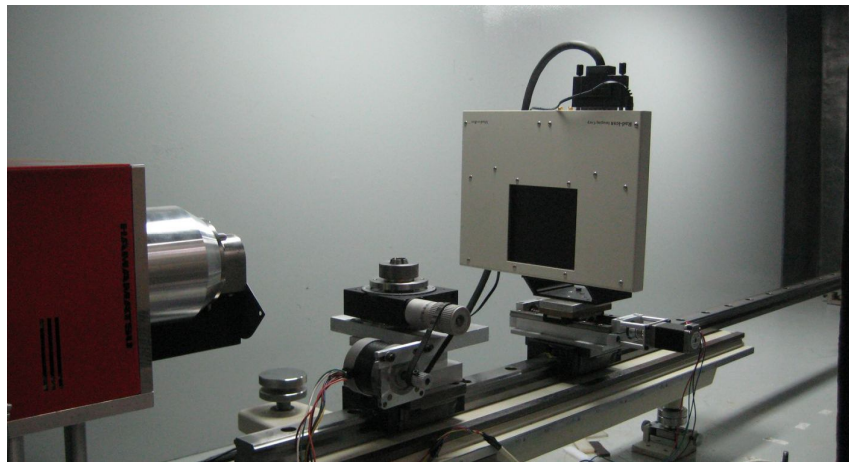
Montagem experimental para aquisição de tomografias no LCARX, a esquerda a fonte microfoco, no centro o porta amostras com o rotacionador servomecânico, e a direita o detector RadIcon Shad-O-Box 4k.
